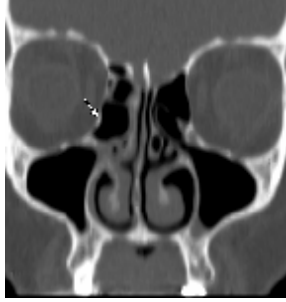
Haller hücre varyasyonu. Koronal BT'de her iki tarafta orbita inferior komşuluğunda Haller hücreleri izleniyor. Haller hücrelerinin maksiller sinüs ostiumu ile infundibulumunu daralttığı dikkati çekmektedir.
